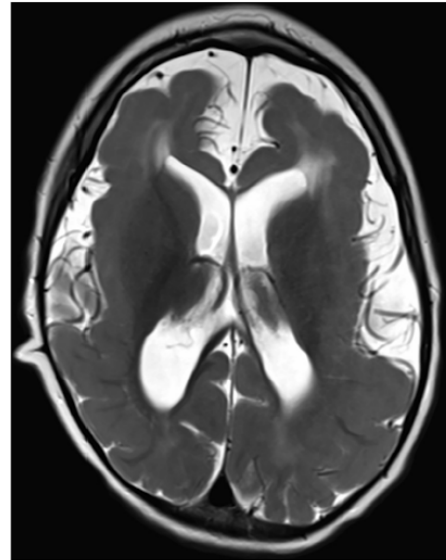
Patient 1 (2 years old), axial T2 MRI image showing extensive, bilateral and symmetric polymicrogyria, predominantly frontoparietal with incomplete insula opercularization and slightly dysplastic Sylvian fissures. Additionally, the periventricular and deep white matter of frontal lobes show high-intensity signal.
